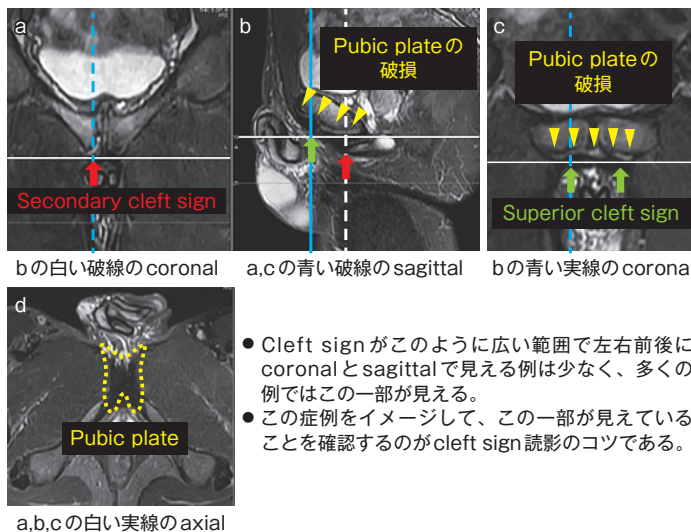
Pubic plate の破損：MRI (STIR)
